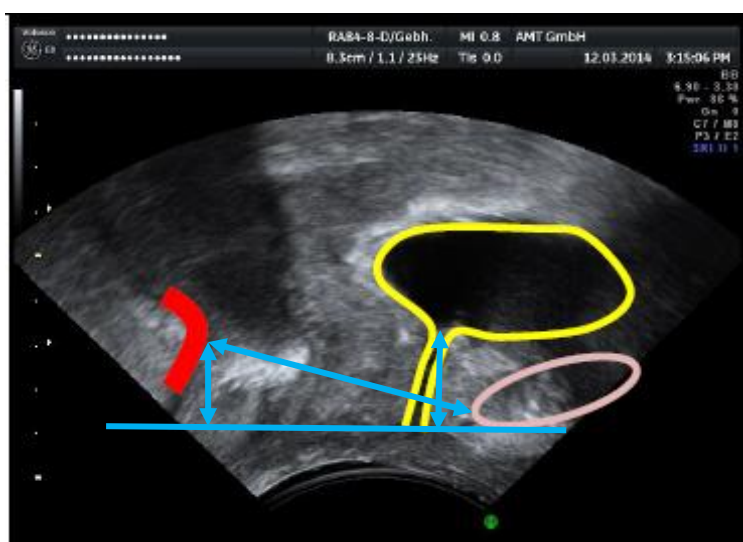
Messpunkte der Perinealsonographie; Höhe des Blasenhalses, Höhe des M. puborectalis (rot) mit dem Unterrand der Symphyse als horizontale Referenzlinie; Distanz zwischen Symphyse und M. puborectalis (Abbildung mit Genehmigung von PD Dr. K. Baessler)
